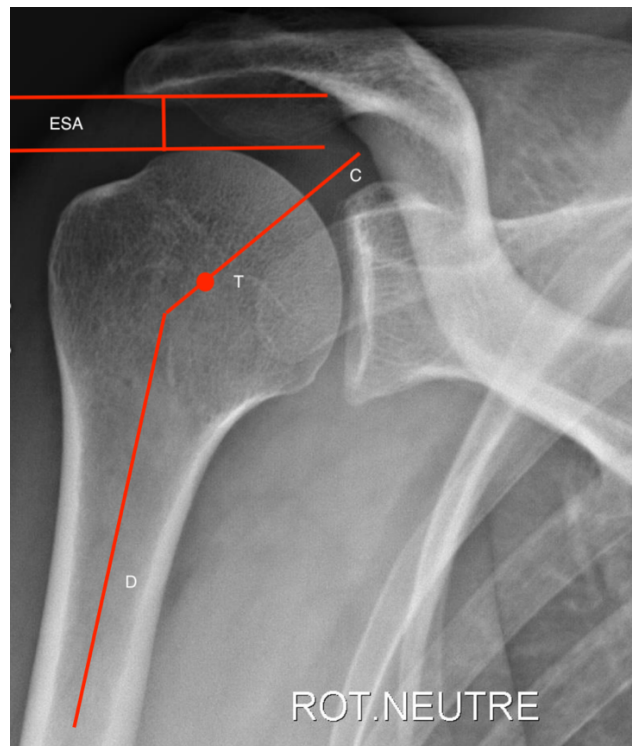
Mesure radiographique de l'angle CDA (angle cervico-diaphysaire) et de l'ESA (espace sous acromial).
